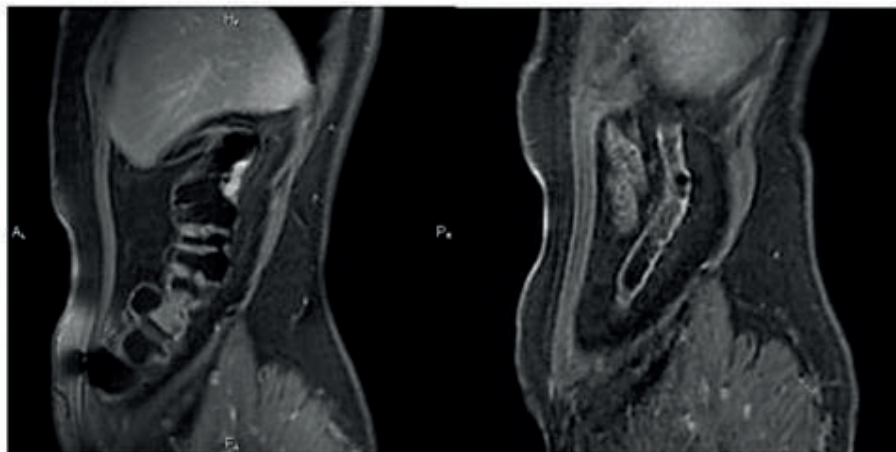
МРТ зображення попереково-ободочної ділянки товстого кишечника в сагітальній проекції (режим STIR). Чітко визначається обмежена ділянка стовщення слизової оболонки з ознаками активного контрастного посилення, що характерно для активації запального процесу
